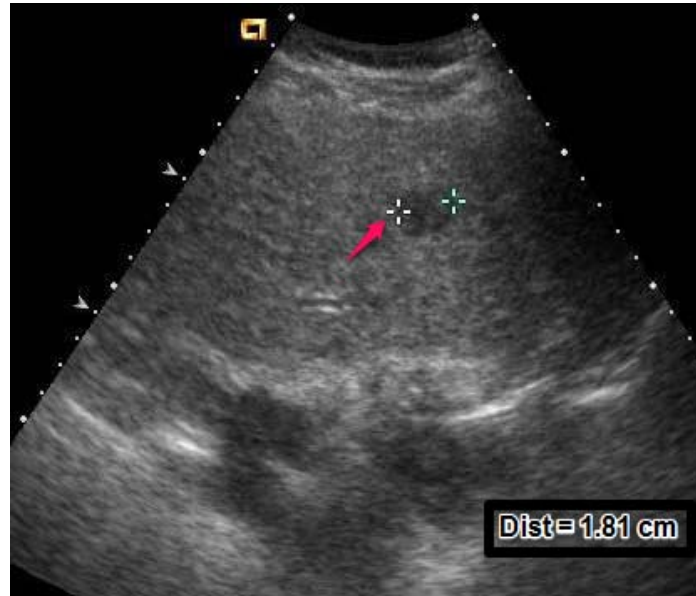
Petit CHC de 1.8 cm de diamètre mis en évidence par l'échographie, prenant l'aspect d'une masse ovale hypoéchogène [54].
